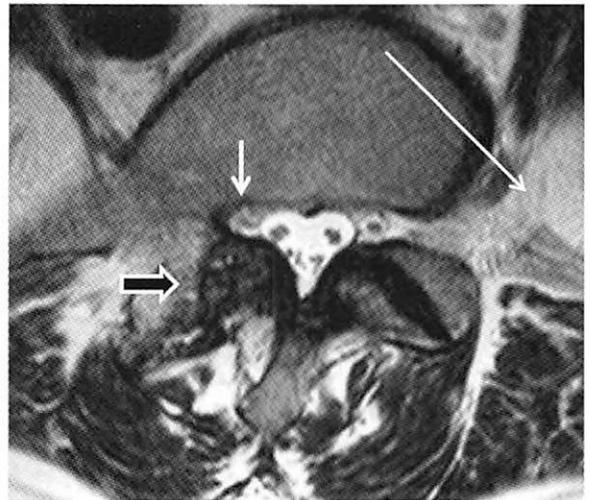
MRIでは細矢印のような仙骨の腰椎化 (Lumbarization) が見られ、L4/5間の迂りも軽度ではあるが認められた(太矢印)
